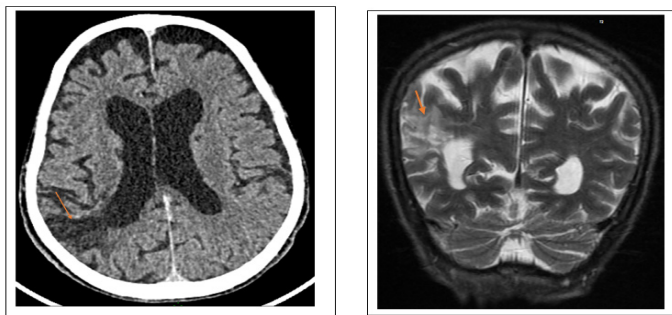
Aspect IRM en rapport avec une AVCI sylvien superficielle postérieure séquellaire
